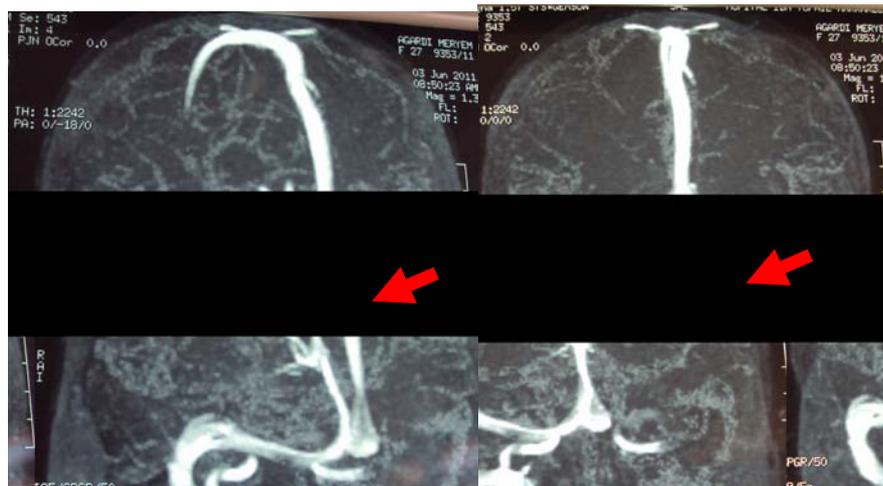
Angio IRM montrant une thrombose du sinus latéral gauche.
